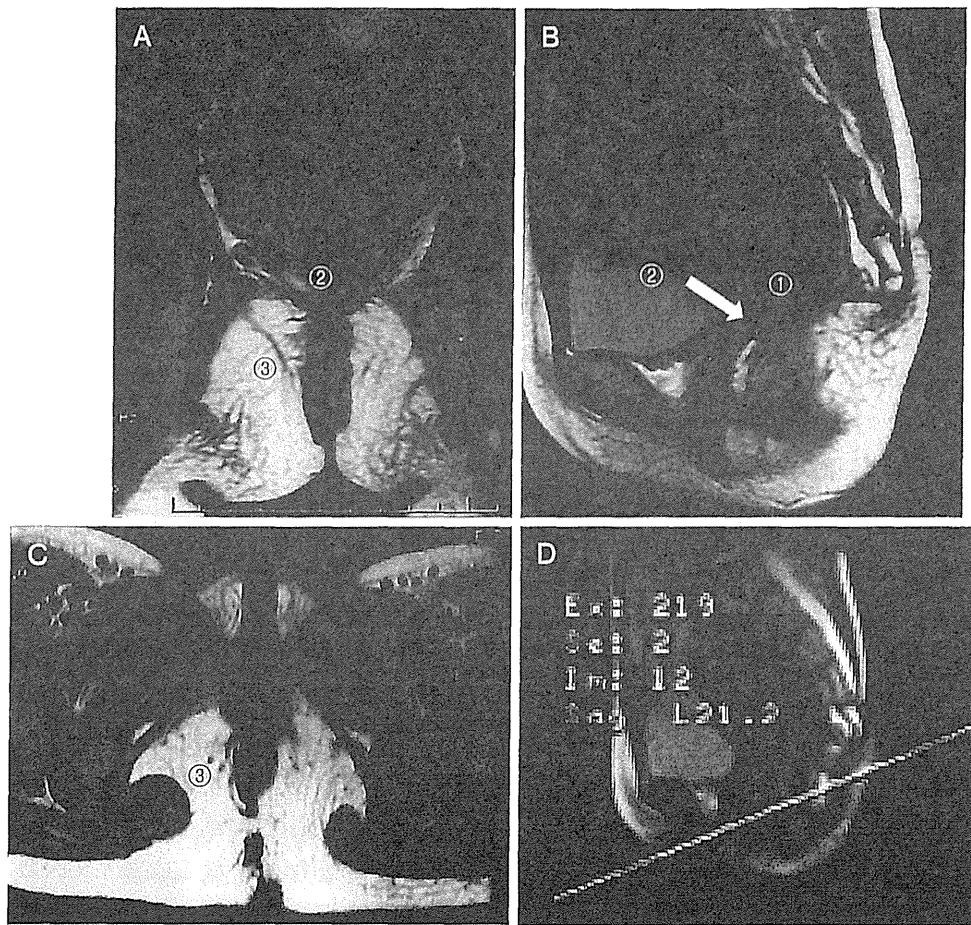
術後 MRI 検査 7歳 女児 総排泄腔遺残症
